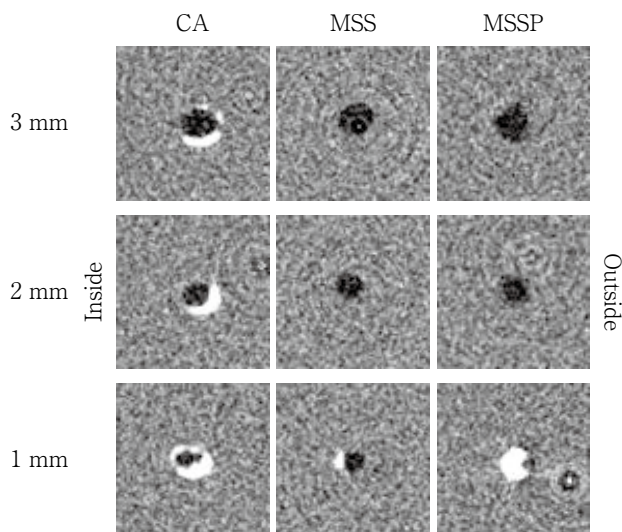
The horizontal section images of the micro-CT of single point filling resin blocks at each measuring point
